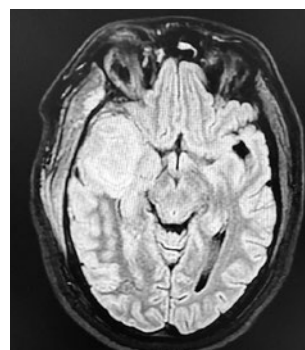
МРТ головного мозга от 02.08.22. Патологический очаг в височной доле справа (абсцесс), менингоэнцефалит, эпи- и субдуральные жидкостные скопления справа
